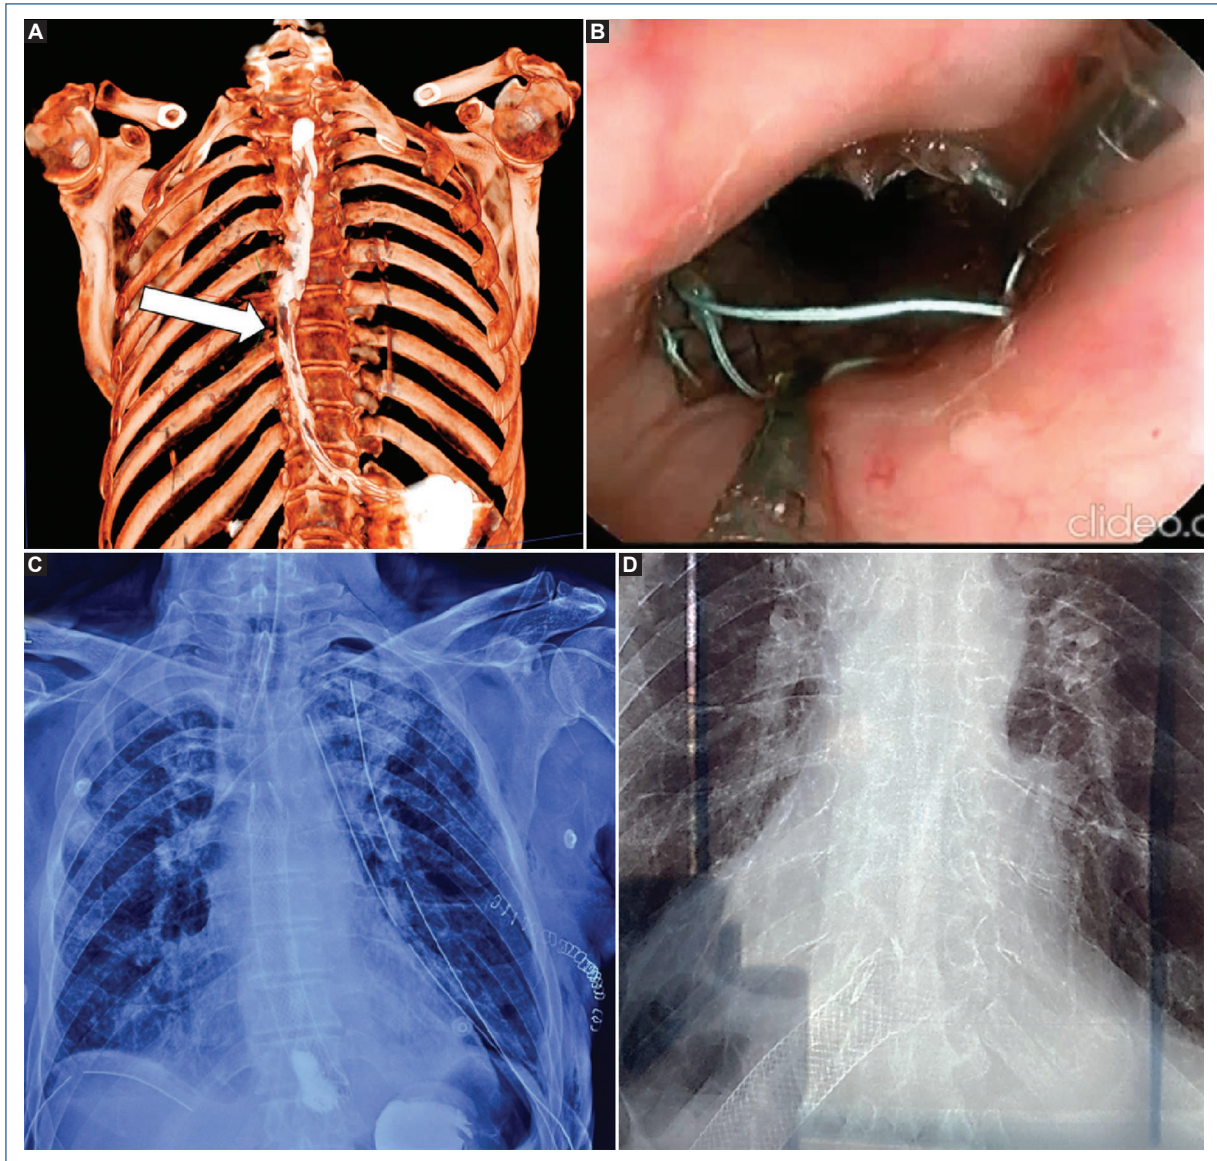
A: administración de contraste hidrosoluble, identificando por tomografía, perforación en el tercio medio de la luz esofágica en el radio de las 8 de aspecto lineal (reconstrucción 3D de la luz esofágica). B: colocación de prótesis esofágica fijada con dos hemoclips (endoscopia superior). C: evidente permeabilidad de la prótesis esofágica, identificando paso del contraste hasta la luz gástrica, sin observar fuga de esta (esofagograma baritado). D: migración caudal de la prótesis esofágica (radiografía de tórax).
